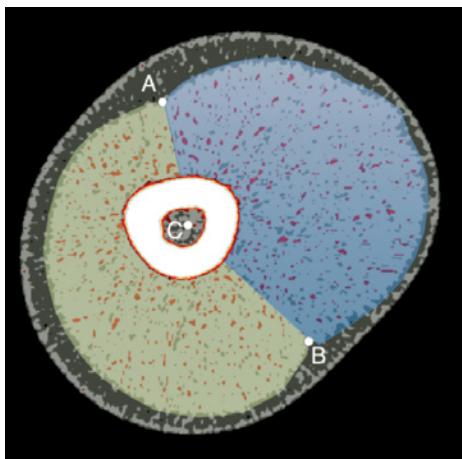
Uma imagem de TC de um músculo.
